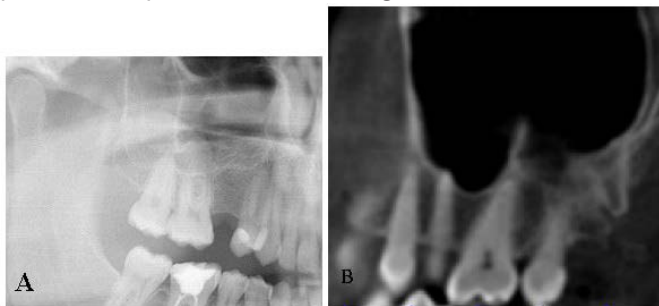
Presence of pneumatization in dentulous and edentulous areas as demonstrated by two different imaging methods; A. Panoramic radiography, B. CBCT (cone-beam computed tomography)
